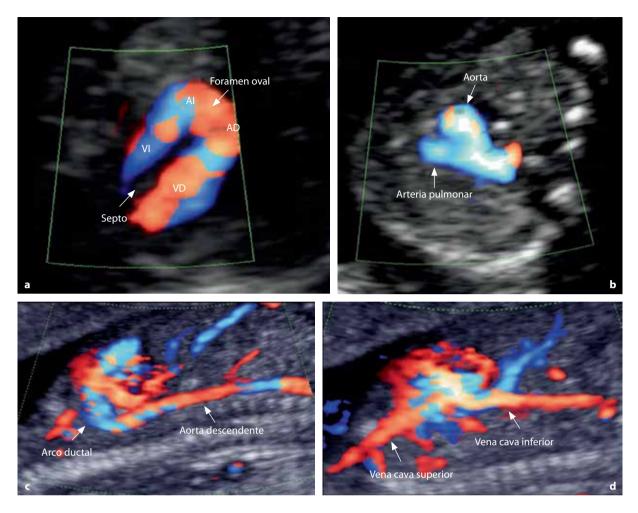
Doppler color direccional de alta definición. a Corte transversal del corazón fetal y el tabique interventricular (Al: aurícula izquierda; VI: ventrículo izquierdo; AD: aurícula derecha; VD: ventrículo derecho). b Unión de la aorta y la arteria pulmonar con flujo de la sangre anterógrado. c Arco ductal y aorta descendente. d Vena cava superior e inferior.
